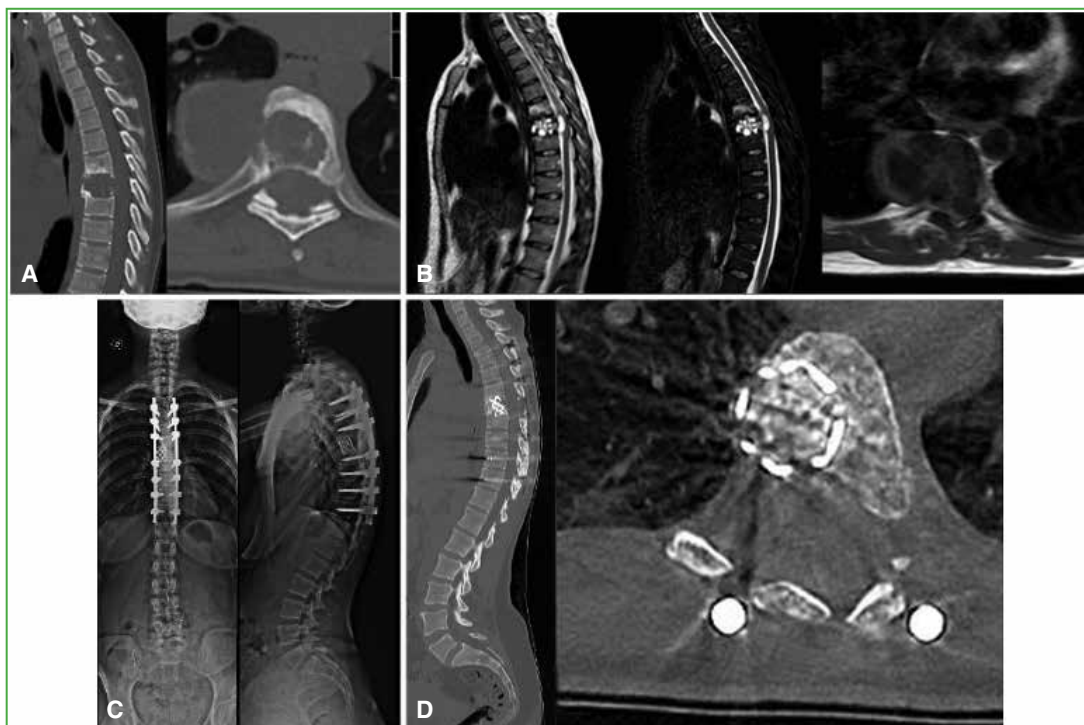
Mujer de 37 años que consulta por dorsalgia y paraparesia. A. Tomografía computarizada de columna torácica, cortes sagital y axial. B. Resonancia magnética de columna torácica, corte sagital en secuencias T2 y STIR, y corte axial en secuencia T1. C. Espinograma posoperatorio. D. Tomografía computarizada del sector torácico, cortes sagital y axial a los 2 años de seguimiento.
